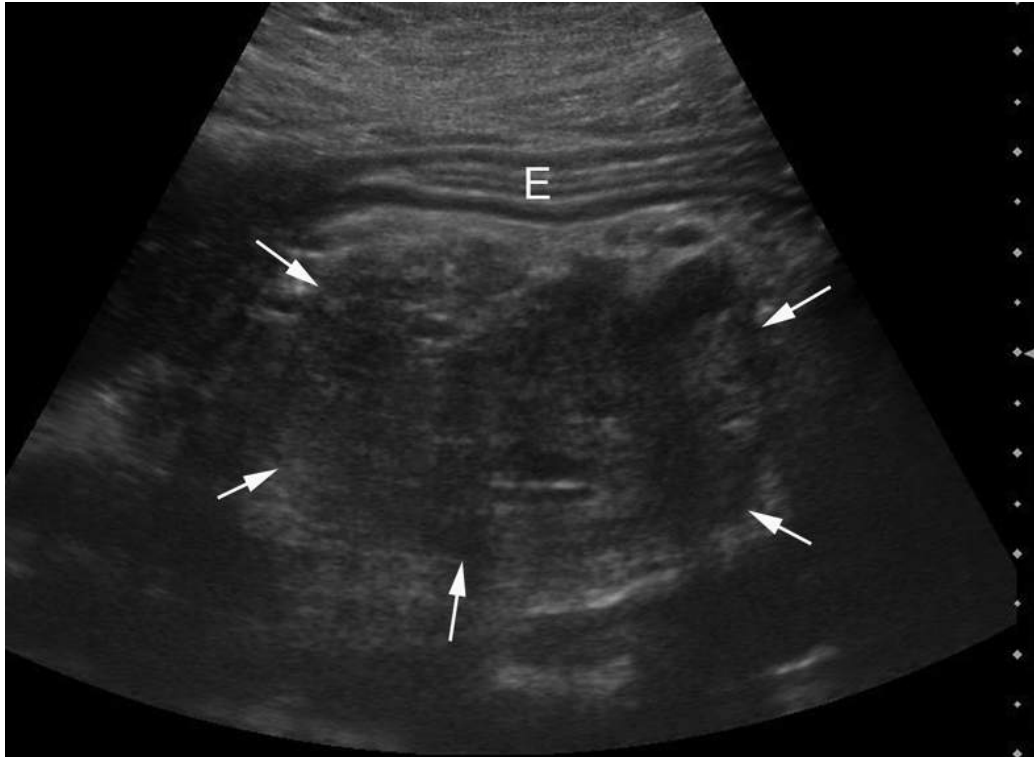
Pseudo-masse hypoéchogène de la tête du pancréas sur pancréatite auto-immune (flèches). La différenciation avec un adénocarcinome est très difficile en échographie. E : estomac.
